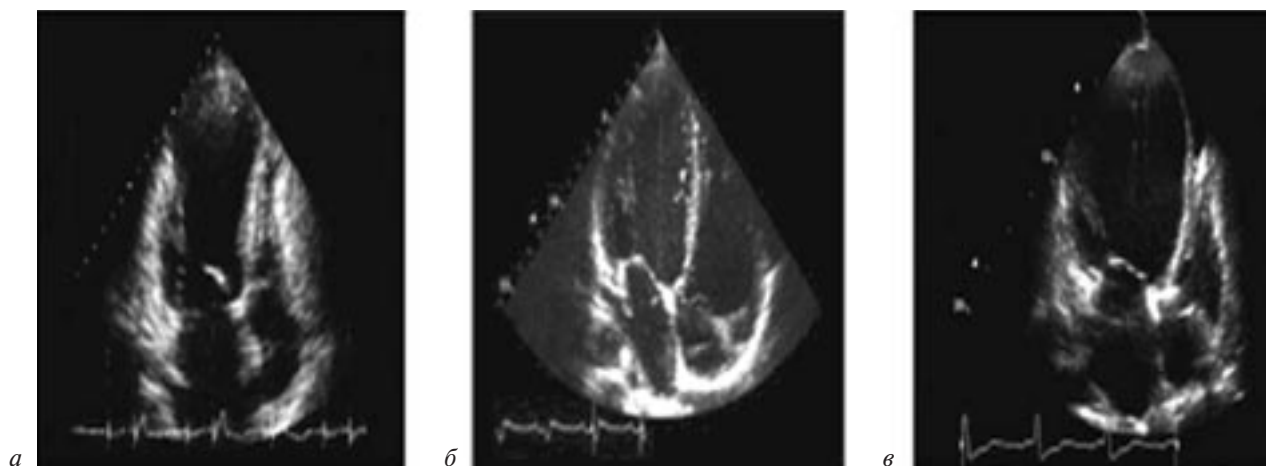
Эхокардиография:
